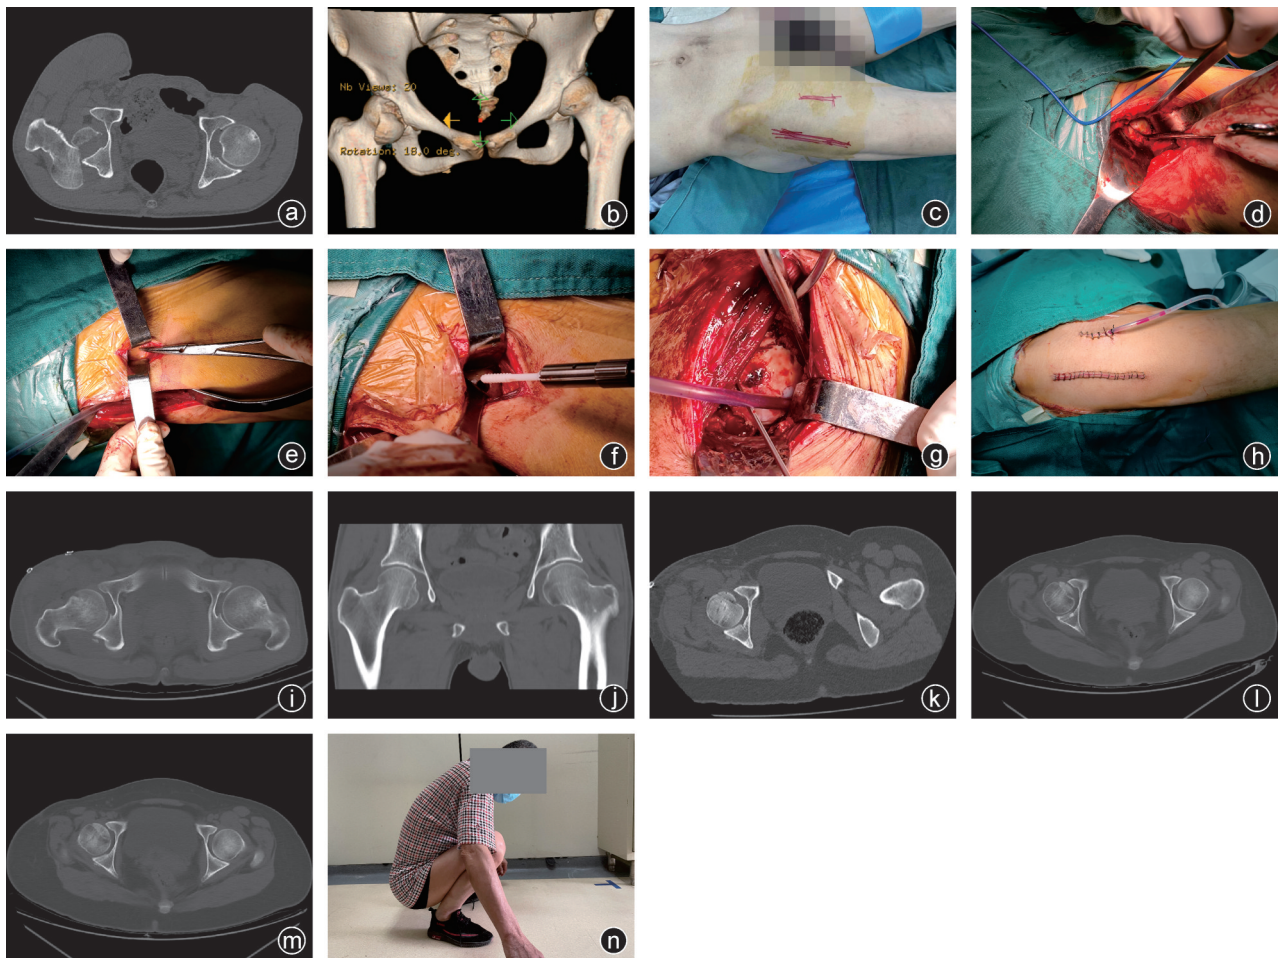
病人,男,51岁,被重物砸伤右髋部疼痛伴功能障碍1小时+入院,急诊行右髋关节脱位手法复位术,伤后6天择期行右侧股骨头骨折DAA入路联合髋关节正前方辅助小切口可吸收螺钉固定术 a:术前CT提示右侧髋关节后脱位伴股骨头骨折;b:髋关节脱位手法复位术后,股骨头骨折块移位;c:体表标记DAA入路及髋关节正前方辅助入路切口;d:DAA入路复位骨折;e:髋关节正前方辅助入路切口显露骨折块螺钉固定位置;f,g:经髋关节正前方辅助入路切口用可吸收螺钉固定股骨头骨折块;h:术后切口;i,j:术后即刻冠状位、水平位CT提示骨折复位固定好;k~m:术后1个月、3个月、6个月复查CT提示骨折线模糊,骨折愈合;n:术后髋关节功能恢复良好
